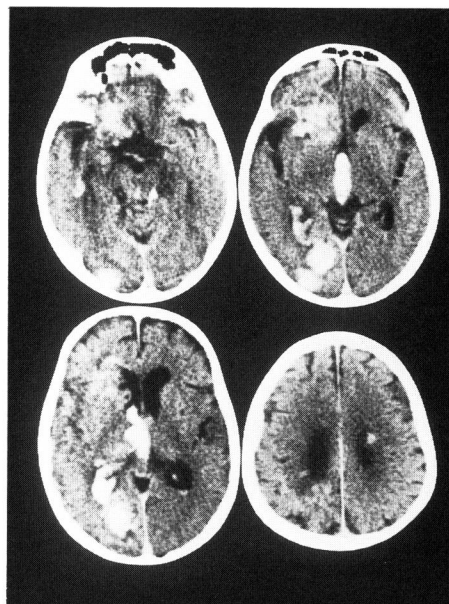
Contrast medium enhanced CT ; left frontal and parietal lesions were slightly enhanced.
